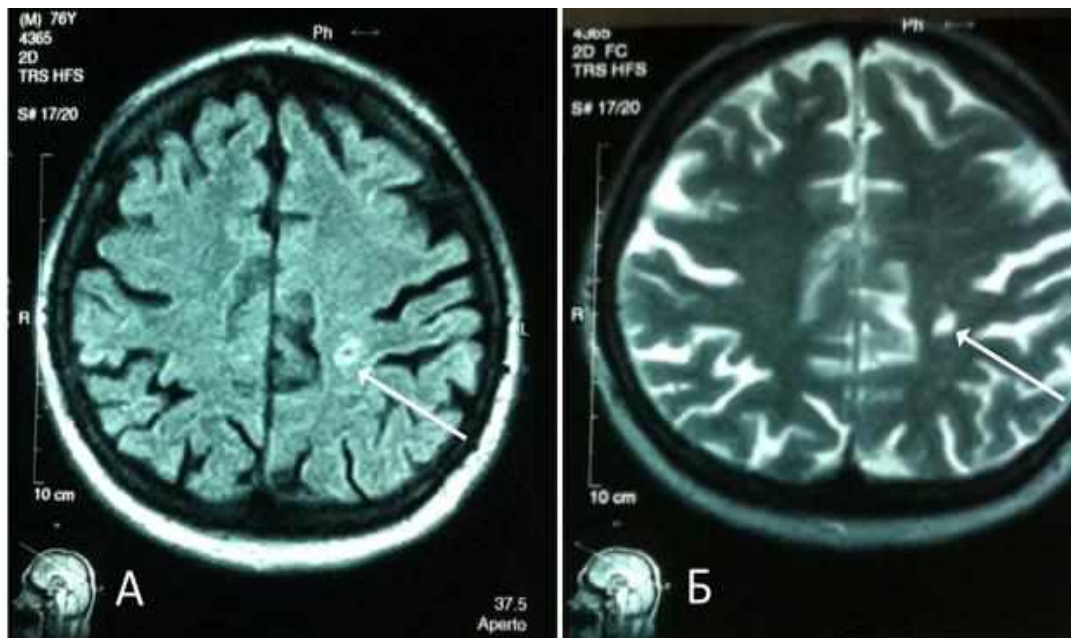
Спостереження №82. Пацієнт Ф-ік 1940 р.н., історія хвороби №165856. МРТ головного мозку в аксіальній проекції на 5 добу після перенесеного ГПМК за типом ішемії в басейні лівої ВСА атеротромботичний підтип. А — стрілкою позначено вогнище ішемії у лівій тім'яній частці в ділянці верхньо-середніх відділів лівої прецентральної звивини головного мозку в Т2 режимі. Б — стрілкою позначено вогнище ішемії у лівій тім'яній частці в ділянці верхньо-середніх відділів лівої прецентральної звивини головного мозку в Т1 режимі. В даного пацієнта відмічався легкий дистальний парез правої кисті.
